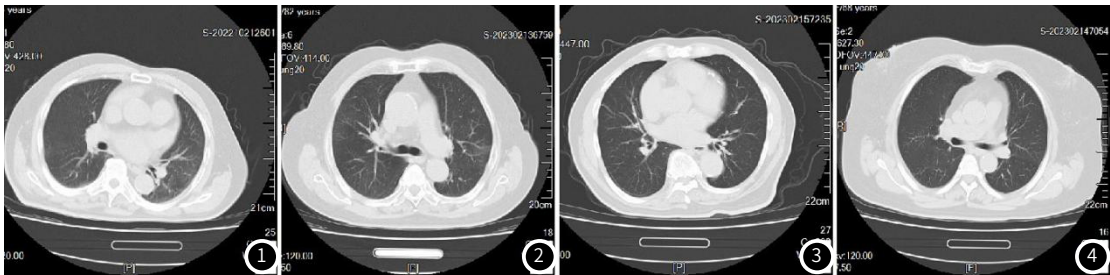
图4 分别是管电流为30mAs、50mAs、100mAs、200mAs的CT影像图
